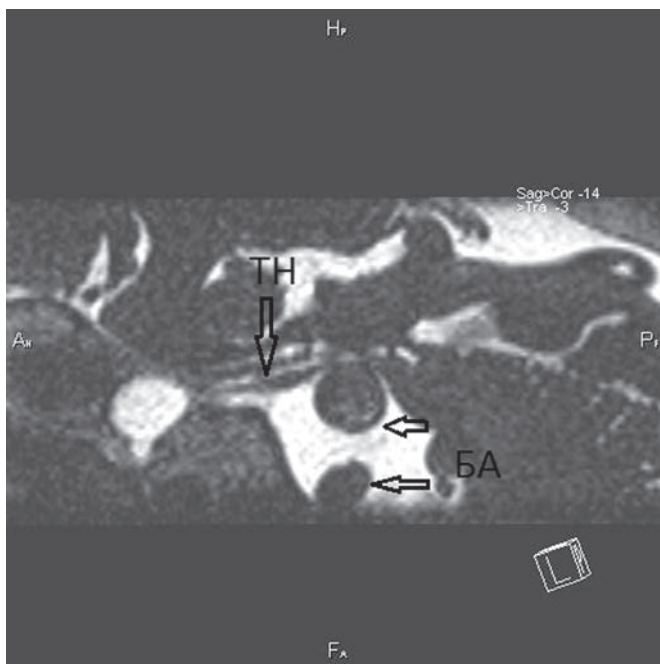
МРТ, сагиттальная проекция. Истонченный корешок ТН сдавлен мегадолихобазиларис.
